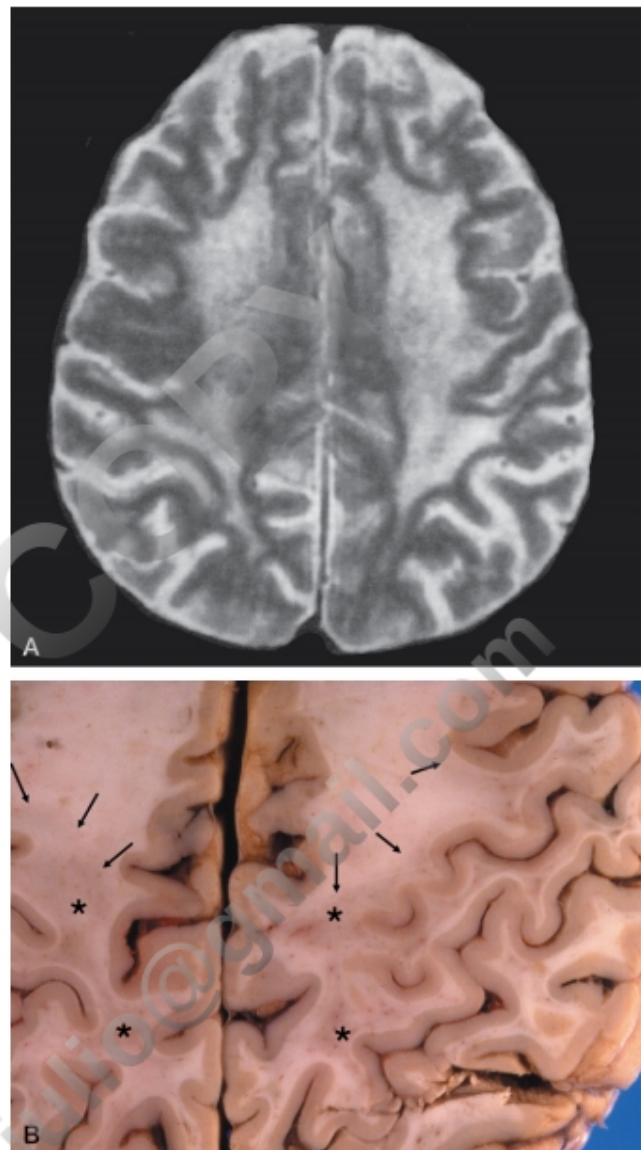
Demencia asociada al VIH. A. RM. Hiperseñal difusa de la sustancia blanca. B. Aspecto macroscópico del cerebro en otro caso. La sustancia blanca afectada tiene un color grisáceo (asteriscos). Las flechas marcan el límite con la sustancia blanca normal.
